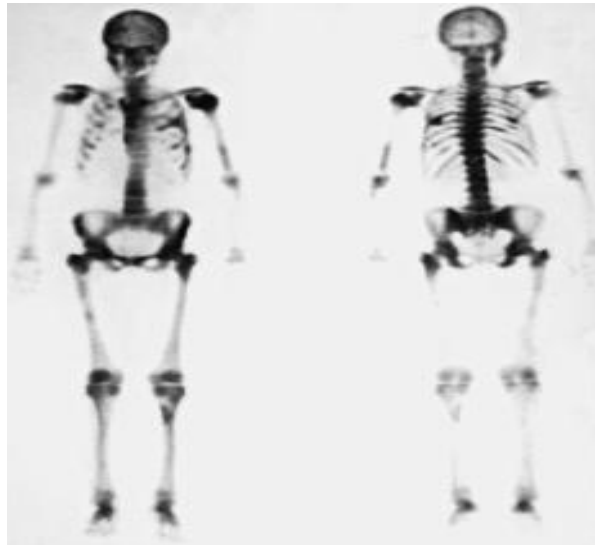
Aspect scintigraphique d'un Super Scan. Fixation diffuse du ^{99m}Tc -MDP chez une patiente atteinte d'un cancer du sein métastatique
